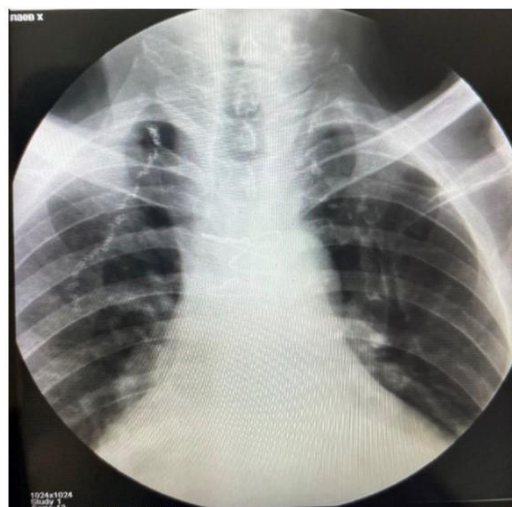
Рентгенография органов грудной клетки больного (прямая проекция)
